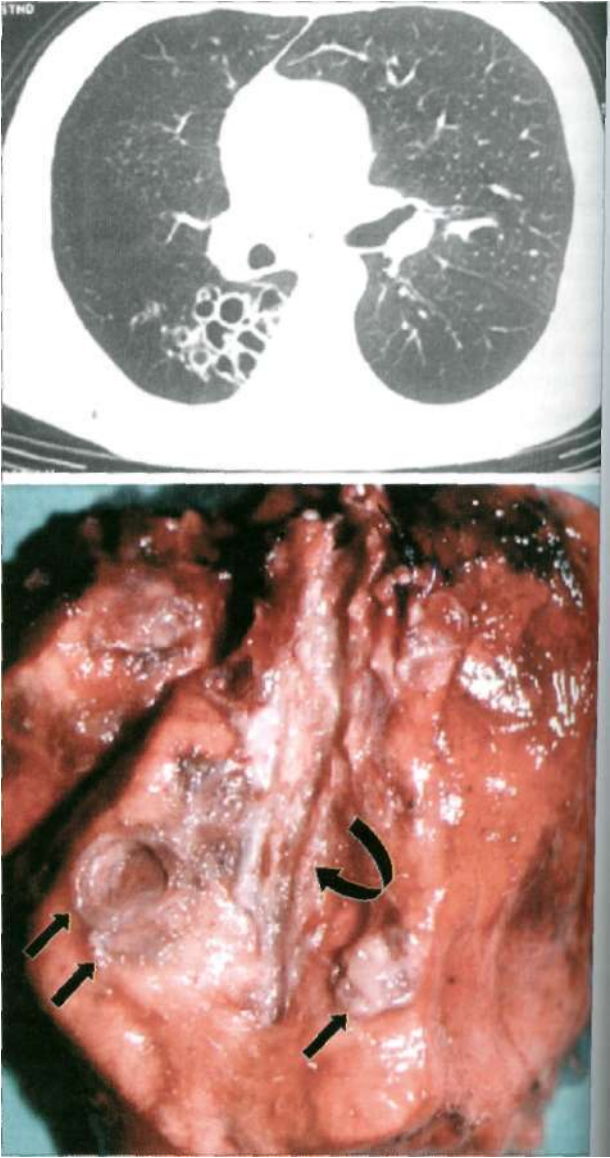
A) A tomografiã demonstra bronquiectasias císticas do lobo inferior direito em um paciente de 38 anos. B) A peça cirúrgica do mesmo caso mostrando bronquiectasias císticas (setas retas) e cilíndrica (seta curva).
